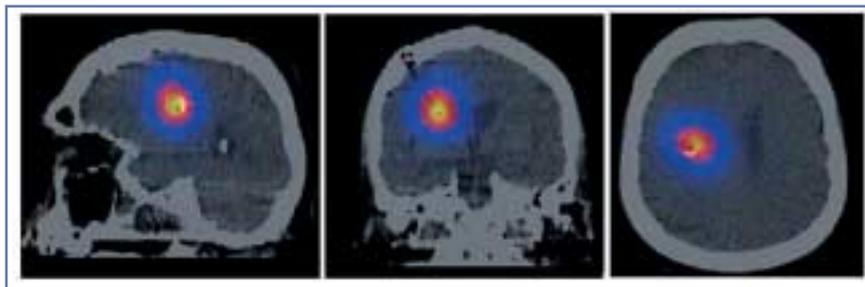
Das CT-SPECT zeigt vier Stunden nach Injektion von Yttrium-90-Substanz P in die Resektionshöhle die lokale Biodistribution des Radiopharmazeutikums (siehe Fallbeispiel *Abbildung 1* und *3*). Die verschiedenen farbigen Linien repräsentieren Isodosenkurven, die durch das diffusible Radiopeptid erzielt werden. Die geschätzten Tumordosen bewegen sich im Bereich von mehreren 100 Gray.
